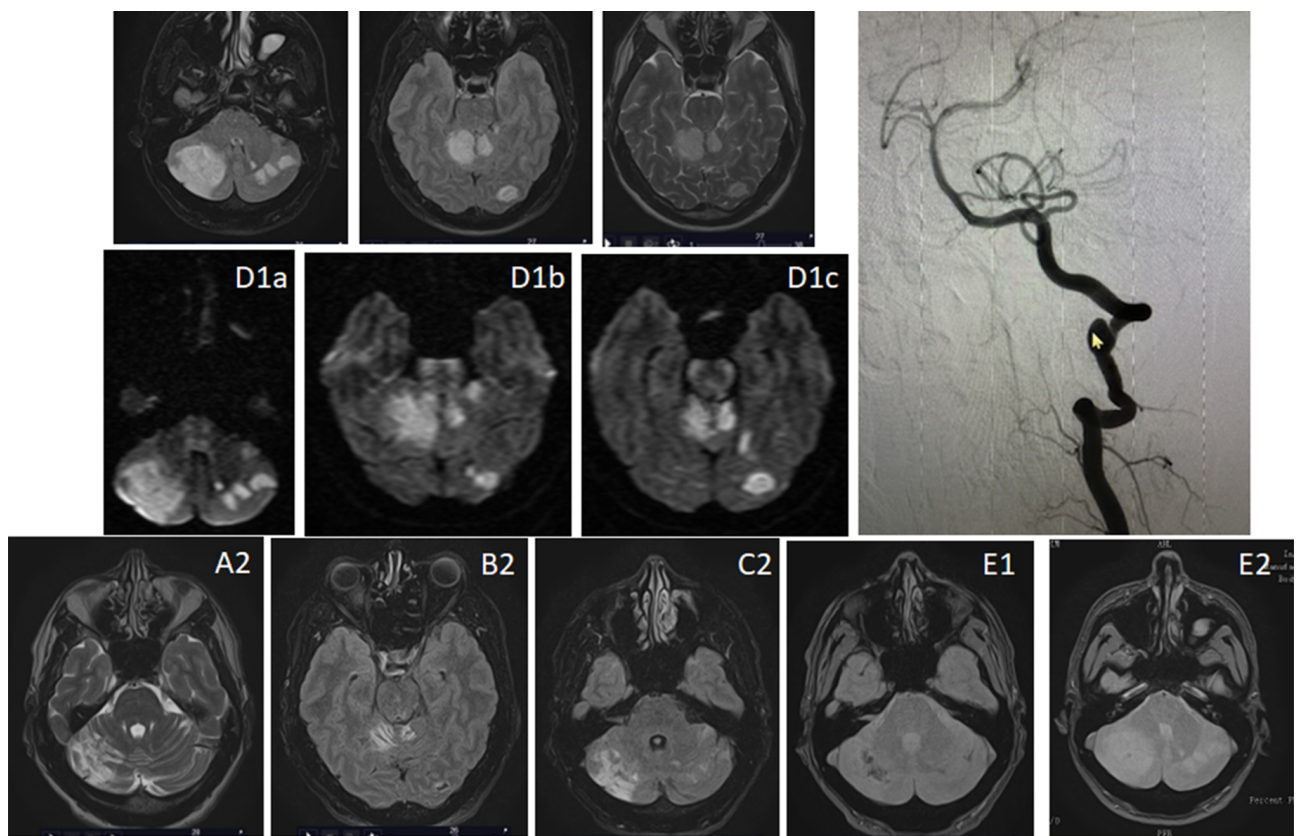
Angio-RM CE: cortes axiales: A1-2, B1-2: T2. C1-2: FLAIR. D1a, 1b, 1c. Difusión. E1-2: Eco-gradiente, T2*. F1: Angiografía clásica.
